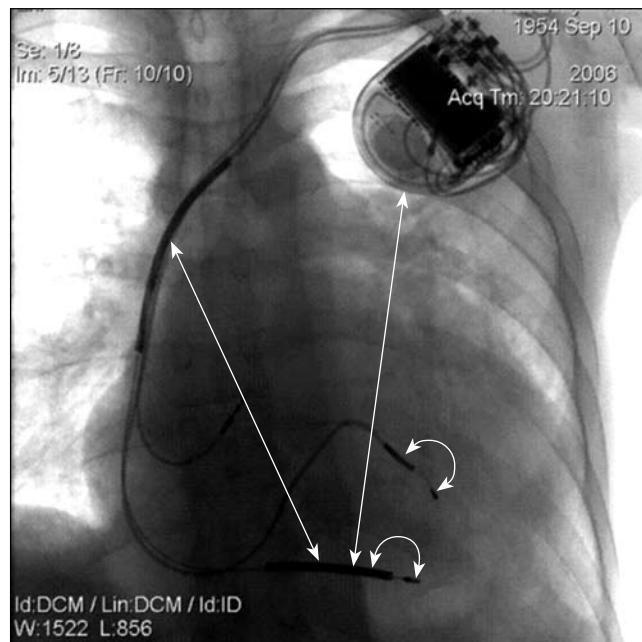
Рентгенограмма пациента с СРТ-дефибриллятором. Для ресинхронизирующей терапии и профилактики внезапной смерти наносится электрический разряд между шоковыми спиральными в правом желудочке, верхней полой вене и корпусом прибора (прямые стрелки). Полюсы электродов для бивентрикулярной стимуляции указаны окружными стрелками.
